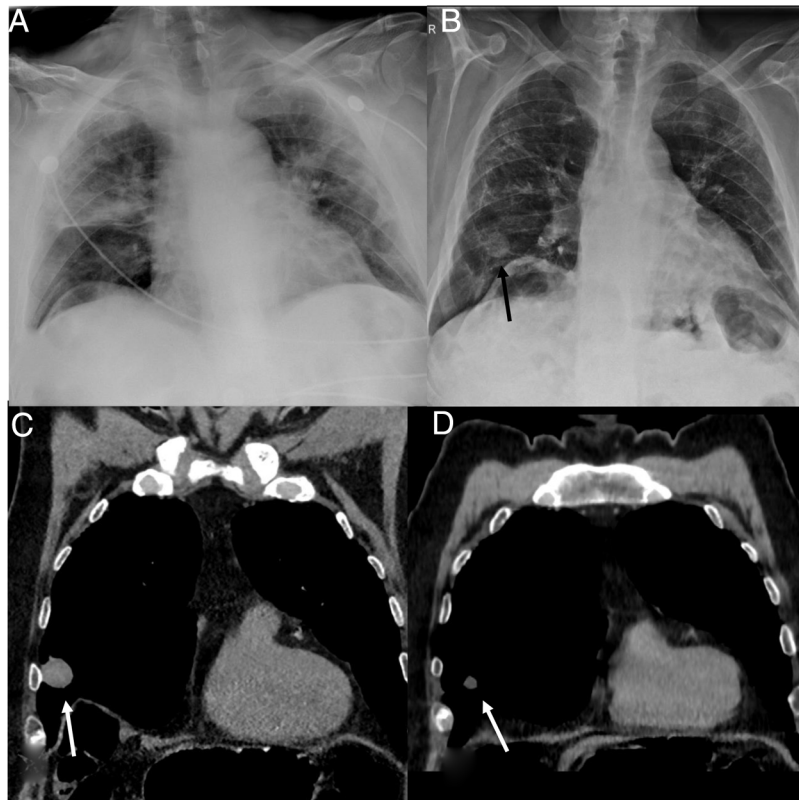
A) Radiografía de tórax con afectación alveolar bilateral en relación con neumonía COVID-19. B) Radiografía de tórax donde se visualiza la mejoría de la afectación alveolar y la aparición de un nódulo pulmonar en el lóbulo medio (flecha). C) Reconstrucción de tomografía computarizada (TC) en el plano coronal con ventana mediastínica donde se visualiza un nódulo de alta densidad en el lóbulo medio (flecha). D) Reconstrucción TC en el plano coronal con ventana mediastínica del mismo paciente 5 meses después, con disminución del nódulo pulmonar y de su densidad (3 UH) (flecha).
